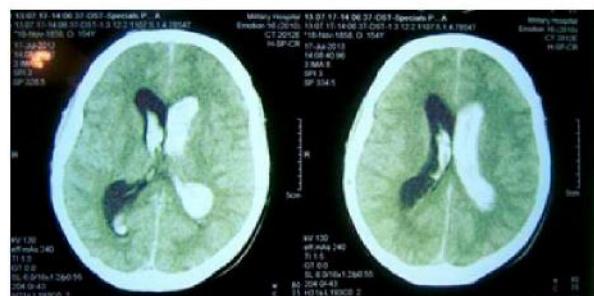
Изображение КТ с внутрижелудочковым кровоизлиянием с тампонадой желудочков
